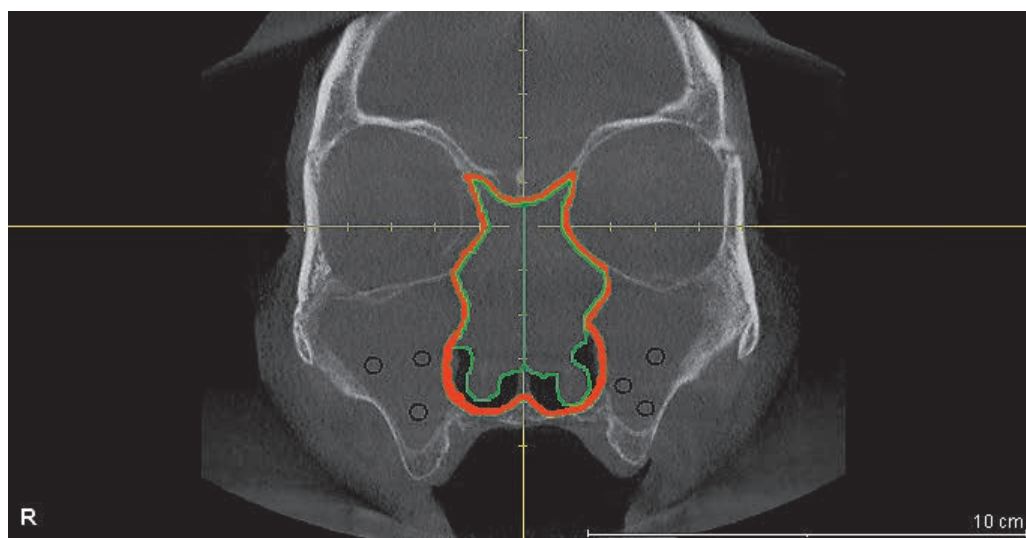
Компьютерная томограмма с выделением границ полости носа и области затемнения в полости носа для цифровой обработки изображения (красная линия — граница полости носа, зеленая — граница затемнения в пределах полости носа, $\bigcirc$ — измерение оптической плотности изображения в проекции затемнения ВЧП).
